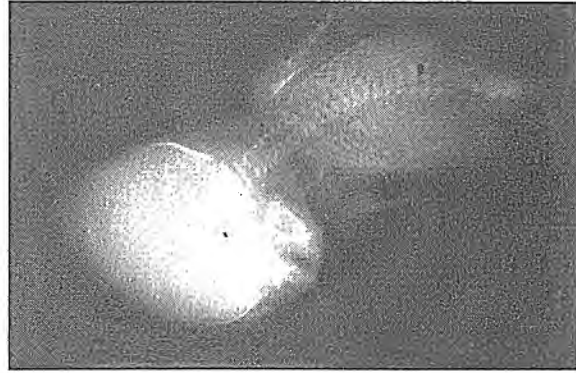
Fetal radiography after the termination
